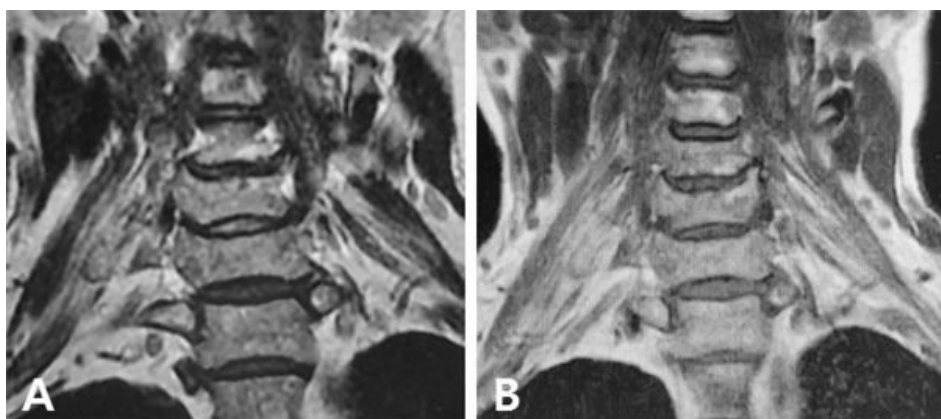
Patient's MRI image before (A) & after (B) treatment.
